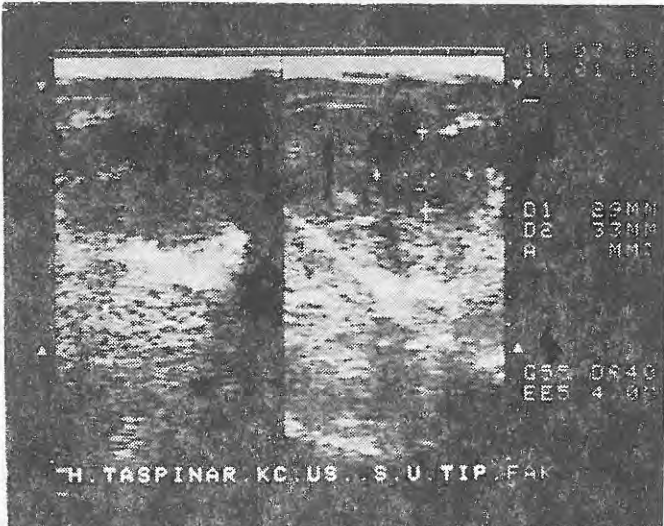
Sintigrafisi dolma defekti olarak yorumlanan karaciğer içinde kistik lezyonlar.
